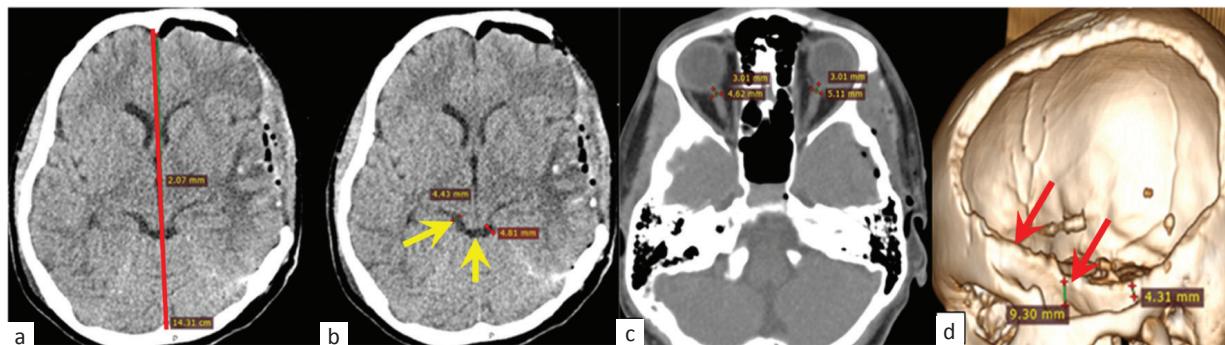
Послеоперационная КТ-картина (РДТЧ с цистернотомией): а) регресс дислокационного синдрома; б) восстановление обводной цистерны (указано желтой стрелкой); в) уменьшение размеров ДОЗН до 5,1 мм слева; г) реконструкция послеоперационного дефекта черепа, длина костного мостика 9,3 мм (указана красной стрелкой)
